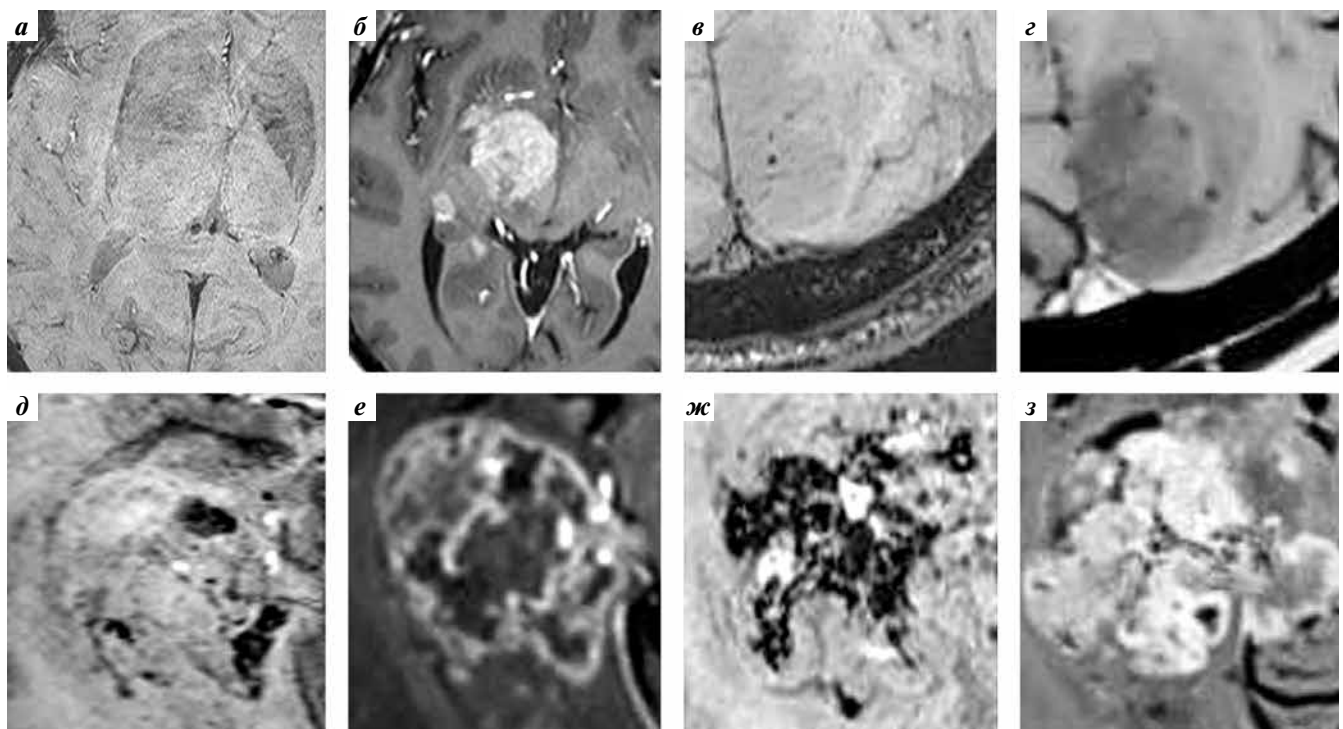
Магнитно-резонансная томография головного мозга в режимах SWI (а, в, д, ж) и T1 (б, г, е, з) с контрастным усилением, аксиальные проекции. Сравнение опухолей с разной степенью микрососудистой пролиферации и степенью злокачественности по наличию гипоинтенсивных включений в белом веществе мозга (intratumoral susceptibility signals, ITSS): а, б — первичная лимфома, ITSS 0; в, г — доброкачественная внутри-мозговая опухоль, единичные точечные гипоинтенсивные включения (ITSS 1); д, е — анапластическая астроцитома, активно и неравномерно накапливающая контрастный препарат, с элементами некроза и гипоинтенсивными включениями — внутриопухолевыми микрососудами и микро-крововизлияниями (ITSS 2); ж, з — глиобластома, множественные сливающиеся участки пониженного сигнала в режиме SWI (ITSS 3). После введения контрастного препарата вся площадь новообразования дает гиперинтенсивный сигнал
